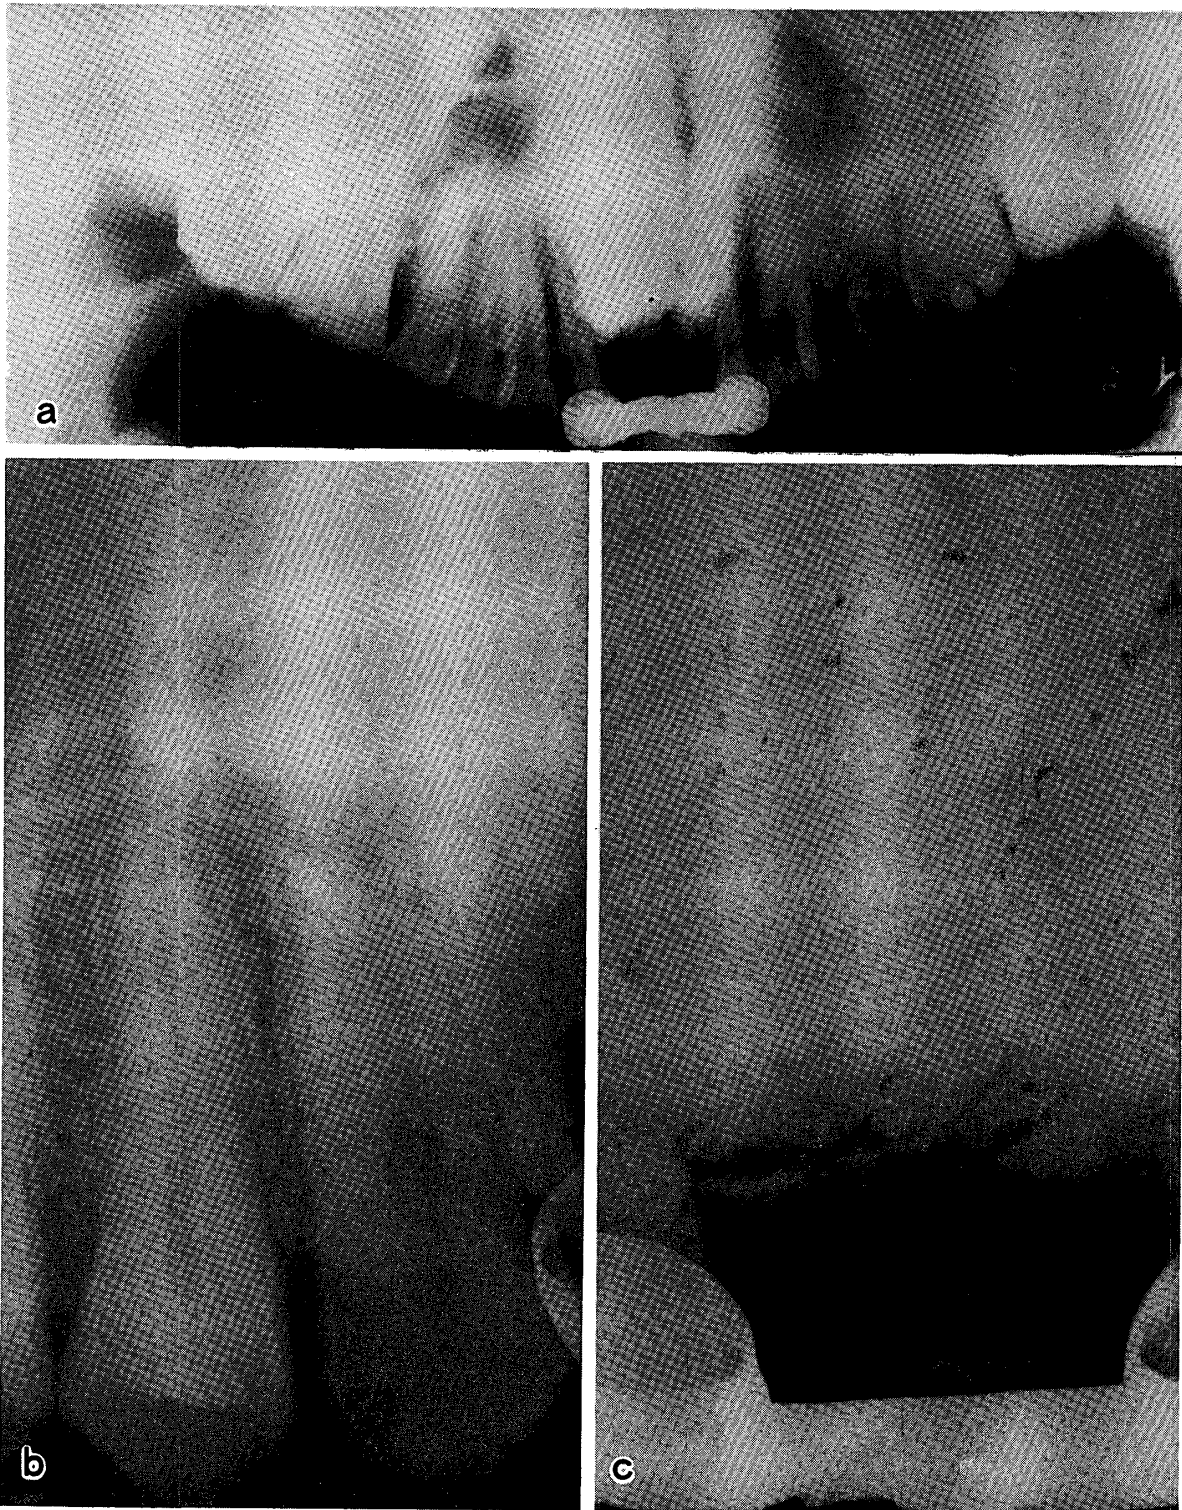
上顎の前歯部に発生した複雑性歯牙腫の1例 (a:パノラマX線像, b, c:歯科用X線像; 図10の症例と同様のX線像を呈する。)
